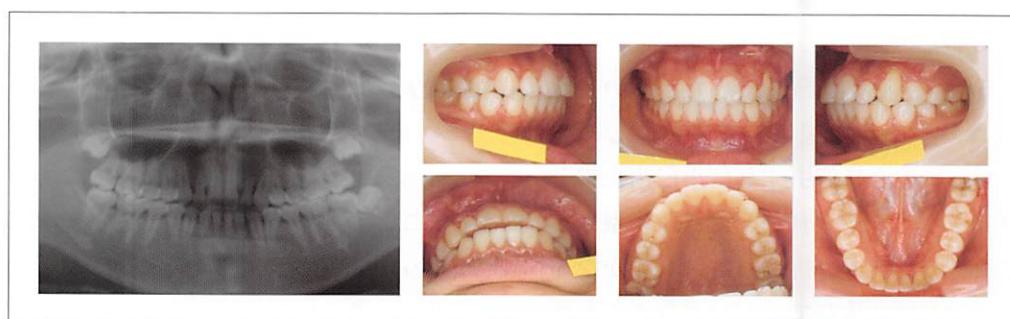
<症例4> 終了時の口腔内写真とパノラマX線写真
